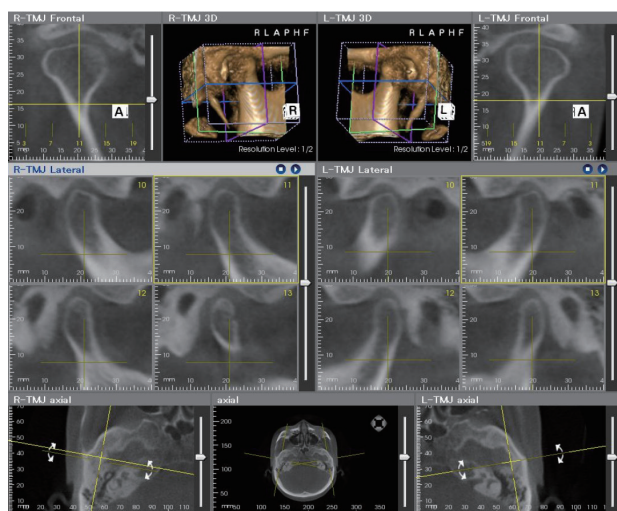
CT images of the temporomandibular joints at the initial visit. Bone resorption (erosion) was observed in the mandibular condyles on both sides.
